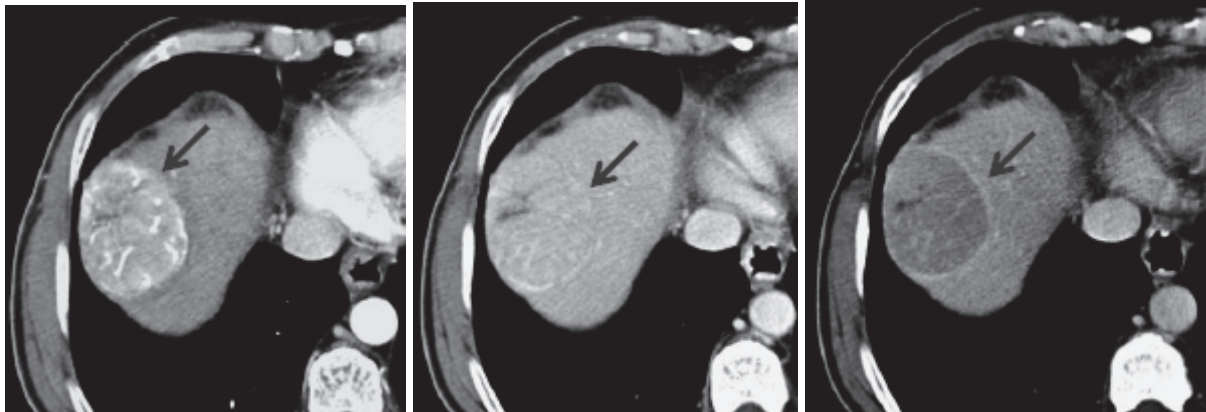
Séquence TDM dynamique après injection de produit de contraste iodé d'un CHC.
